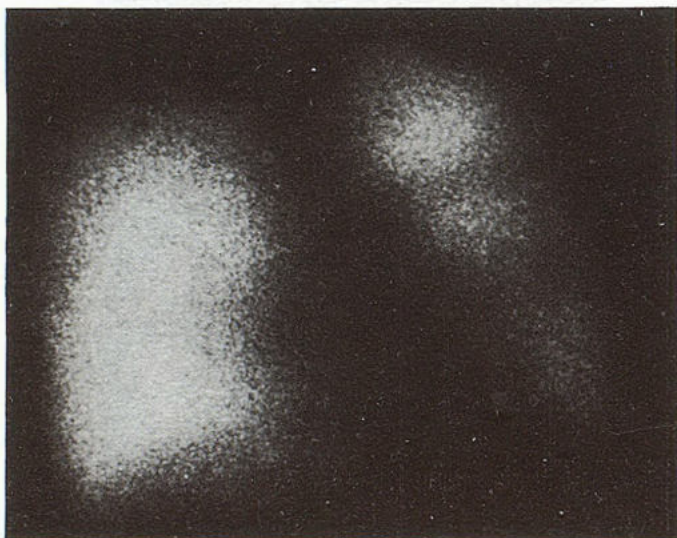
Сцинтипневмограмма того же ребенка (передняя проекция).
